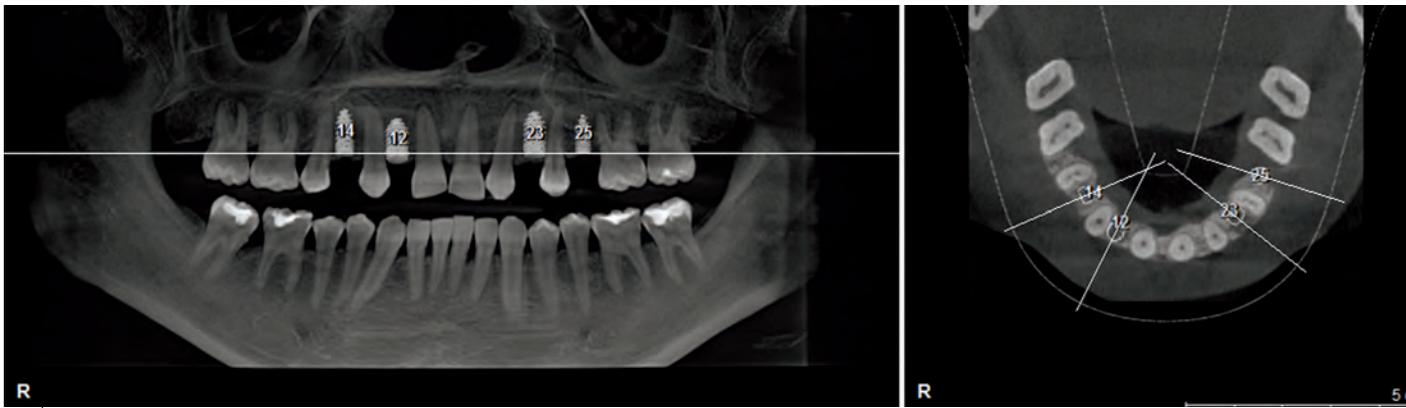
3D Röntgendiagnostik mit dem DVT und der Planungssoftware von SICAT
